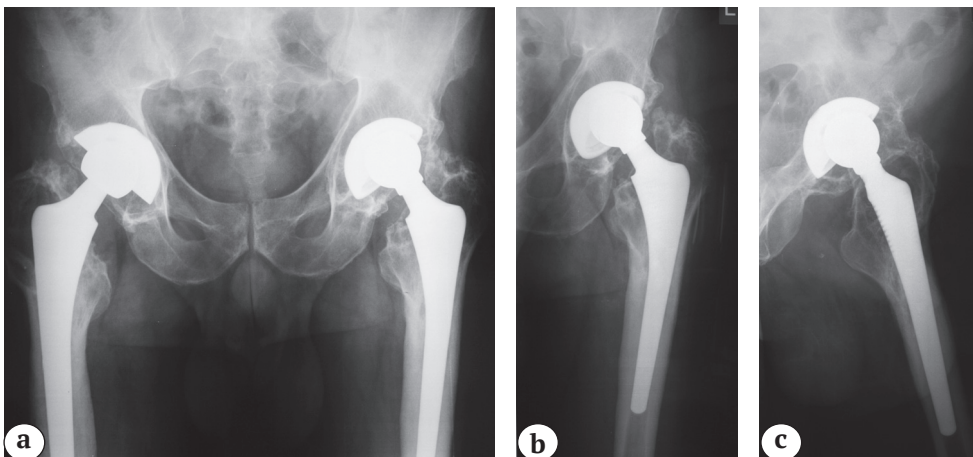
(а, б, с). Рентгенограммы пациента 56 лет: а, б, с — через 13 лет после первичного ЭП ТБС; ревизии
